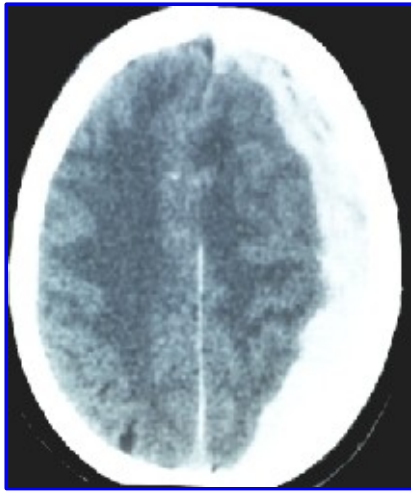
TAC de cráneo. Hematoma subdural agudo.
